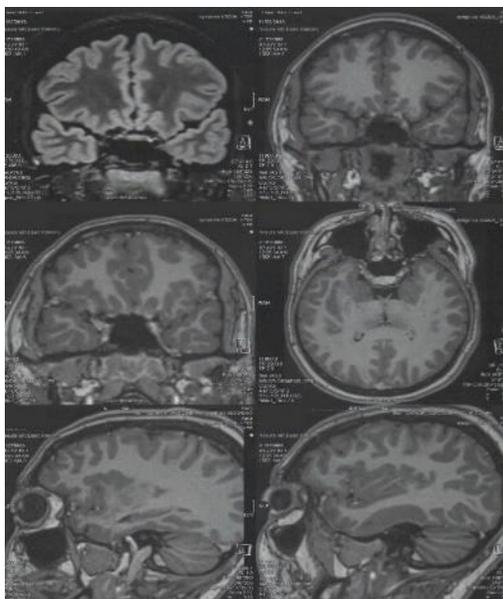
Resonancia Magnética de Cerebro Simple/Contrastado
